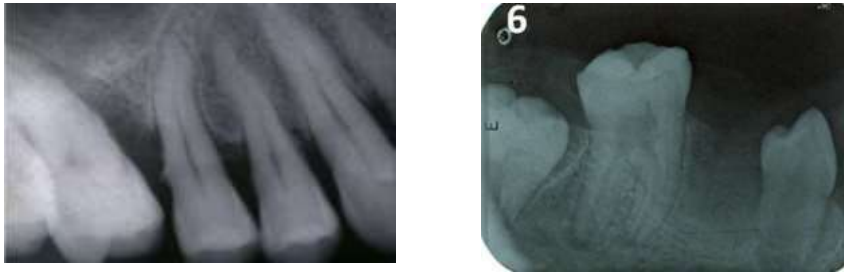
Radiografías donde se observa la disminución del espacio del ligamento periodontal y de la lámina dura.
